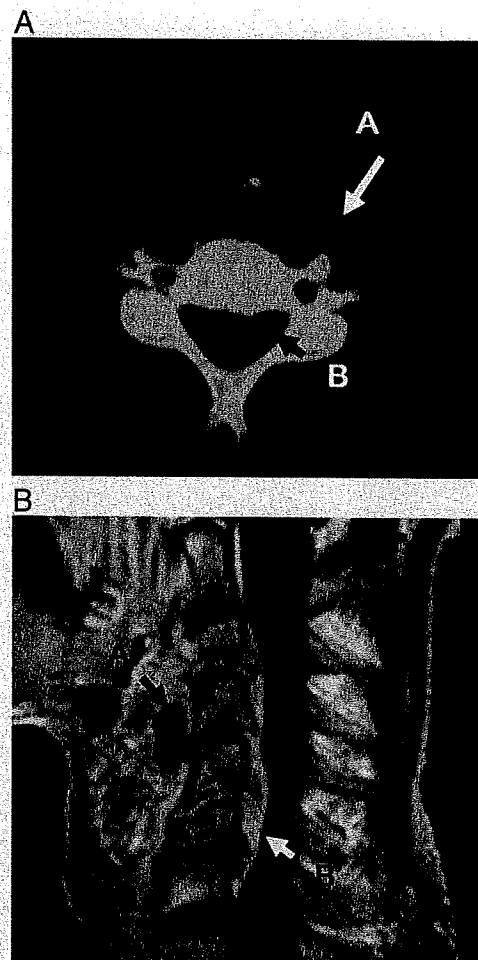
A: CT demonstrated dead space between the vertebrae and transported jejunum flap (A) and an abscess in the cervical spinal canal (B). B: An MRI demonstrated dead space in front of vertebrae (A) and abscess in the spinal canal (B).
